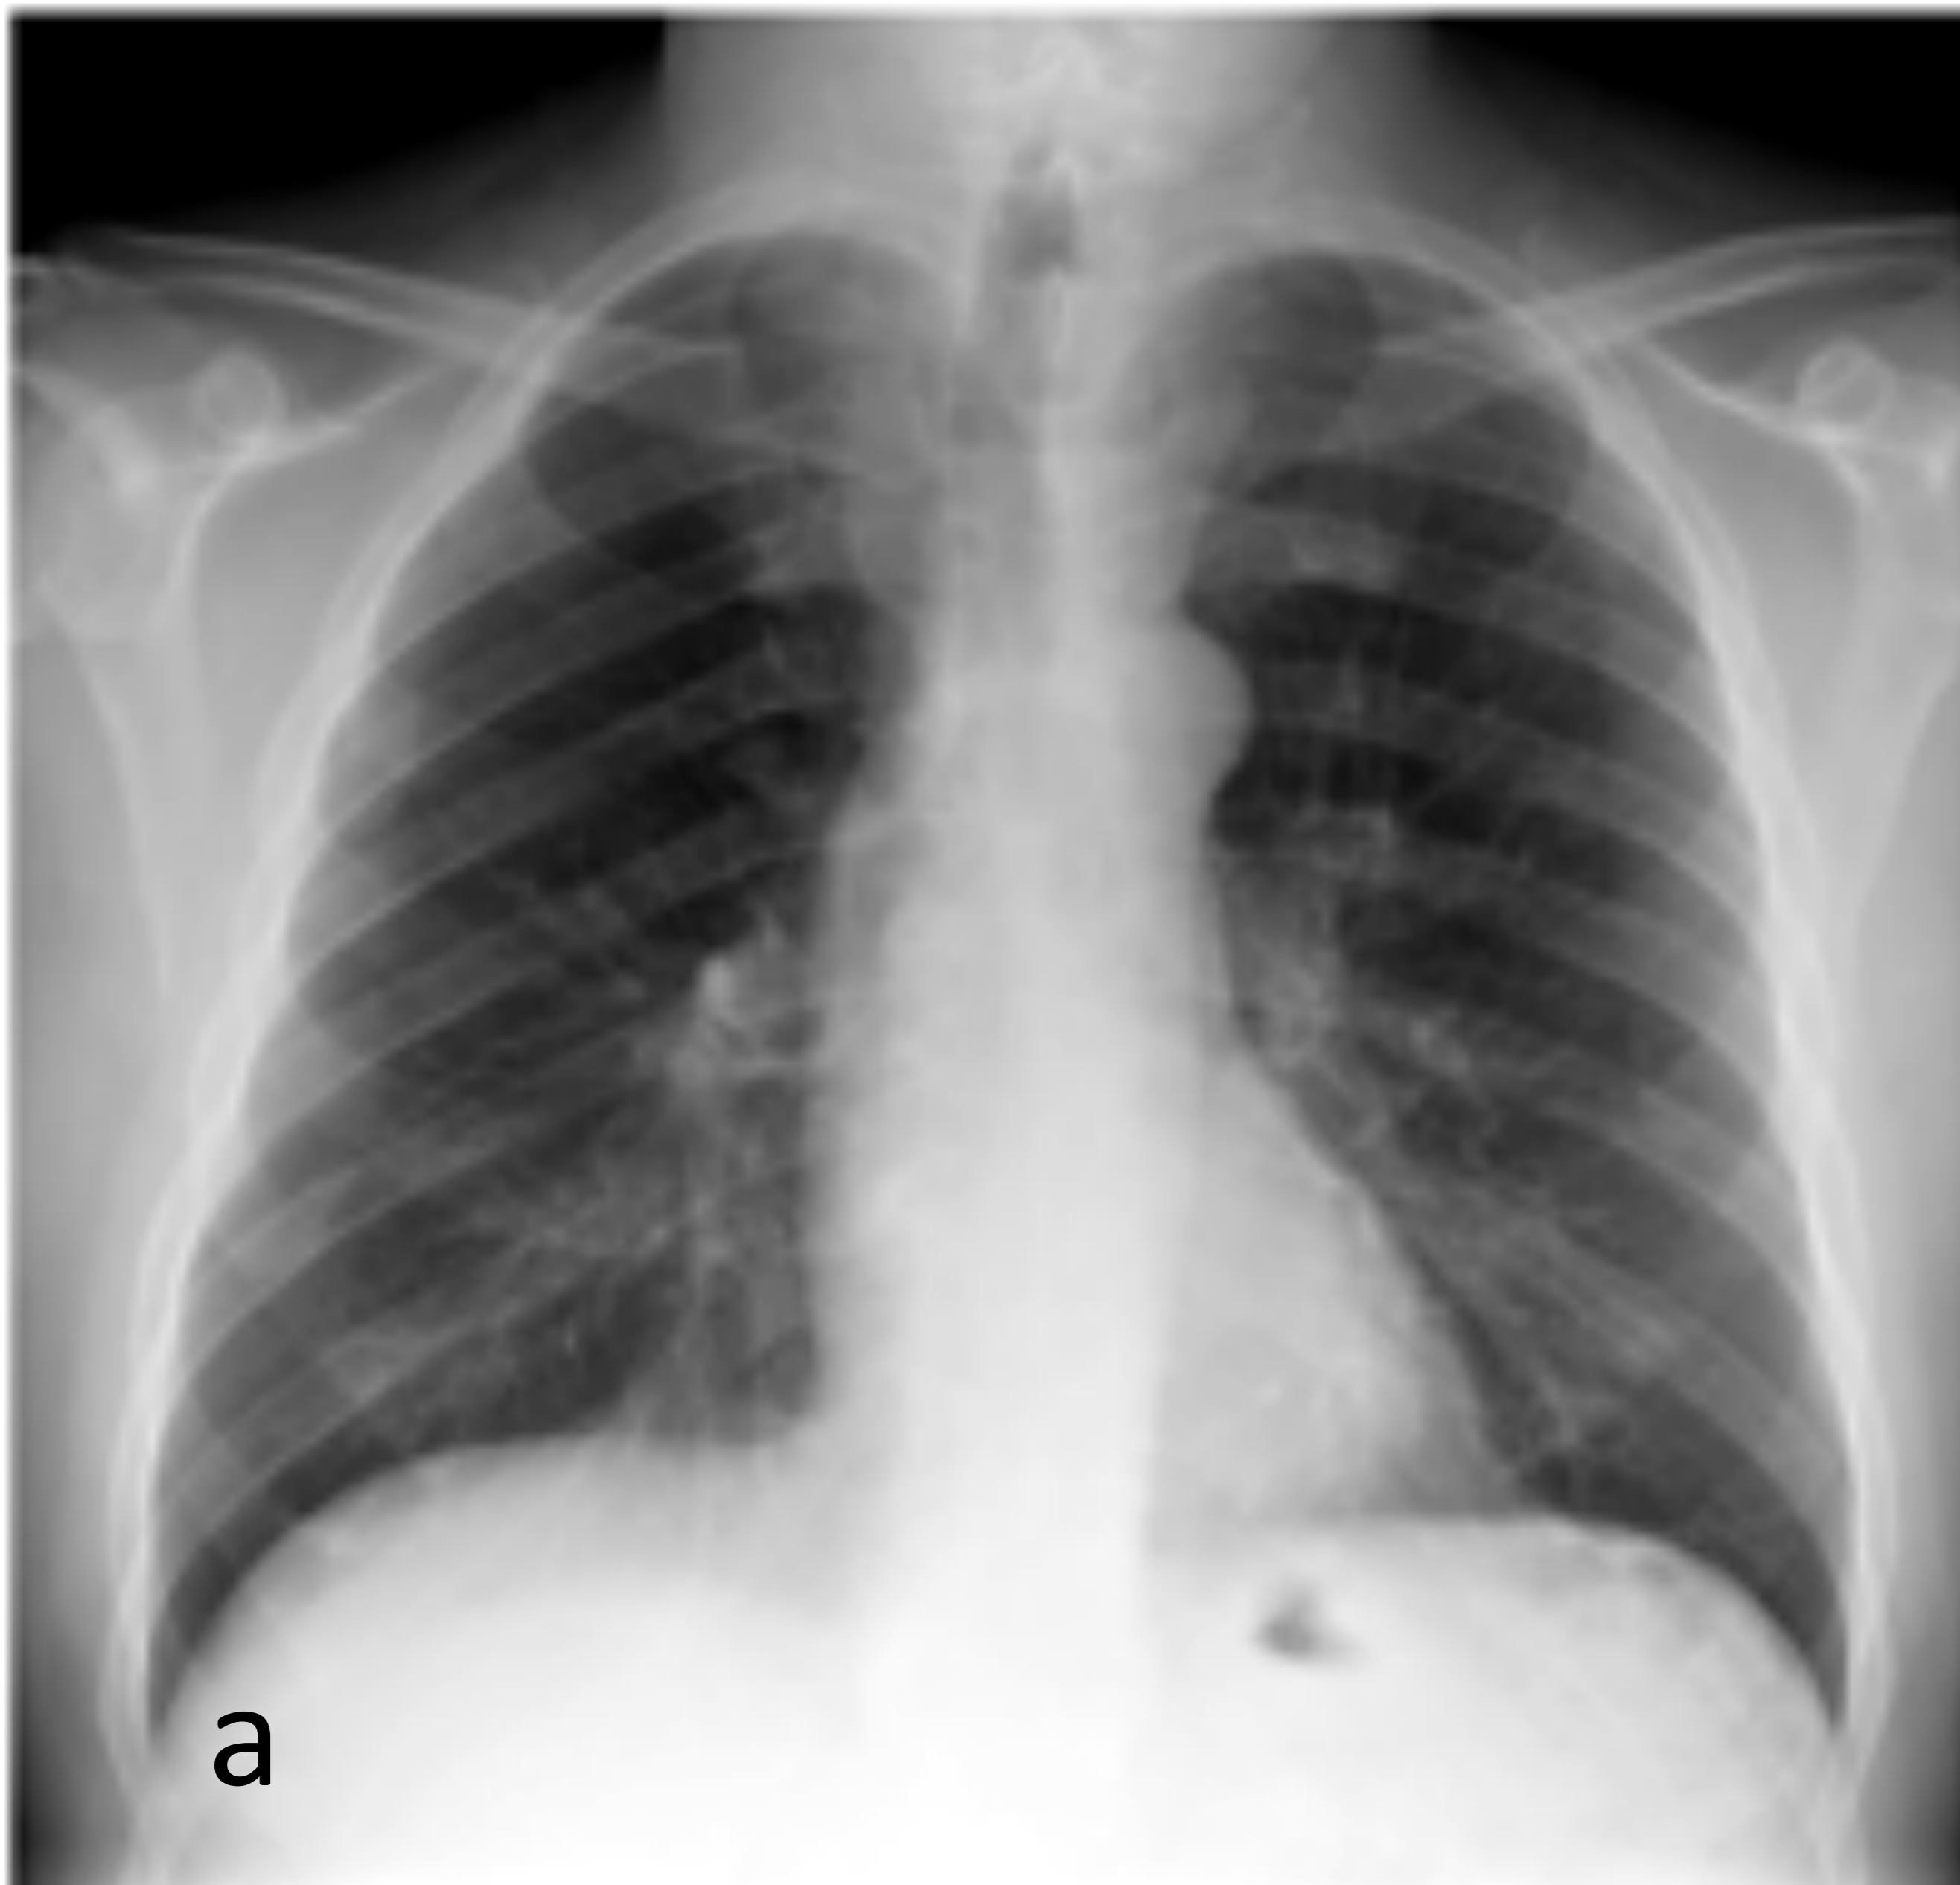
Varón de 70 años. Hallazgo casual en estudio preoperatorio por bocio endotorácico (no mostrado). Radiografía de tórax PA (a), TC ventana pulmonar, corte coronal (b) y ventana de partes blandas (c): hiperaireación del LSD en relación con atrapamiento aéreo secundario a tumor endobronquial en bronquio del LSD (flecha). En ventana de partes blandas, presenta atenuación predominantemente grasa, con una calcificación puntiforme. Anatomía patológica: hamartoma.
